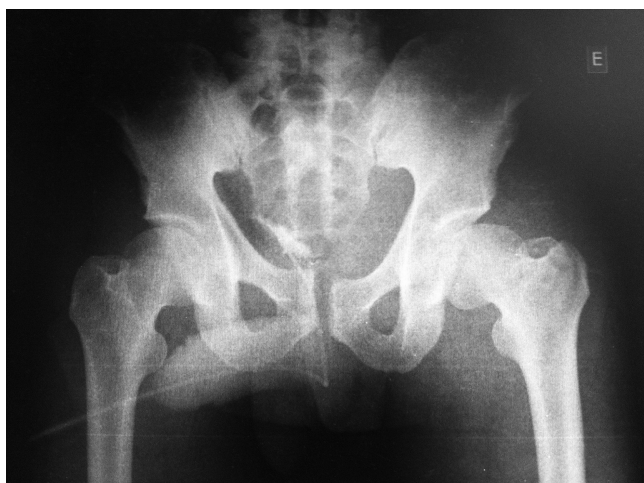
Radiografia pós-redução mostrando congruência articular do quadril esquerdo.
